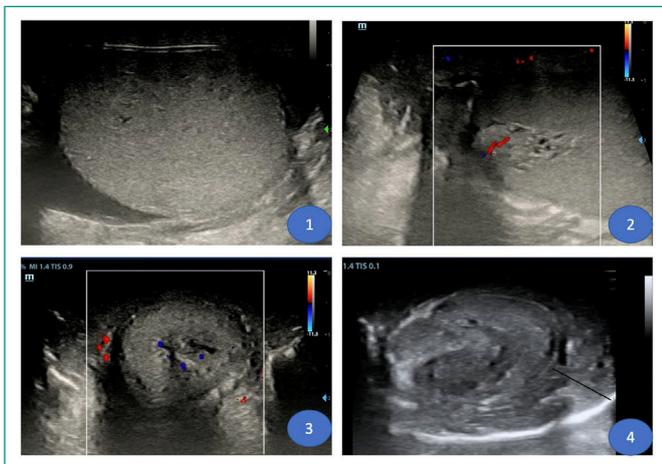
(2.1) Se observa presencia de edema a nivel de tejido celular subcutáneo. (2.2) Imagen doppler donde se muestra la conservación de flujo a nivel escrotal. (2.3) En la imagen doppler se objetiva el flujo arterial y venoso conservado a nivel peneano, en el que se observa edema superficial sin afectar a cuerpos. (2.4) A nivel peneano, se objetiva edema superficial sin afectar a cuerpos.
